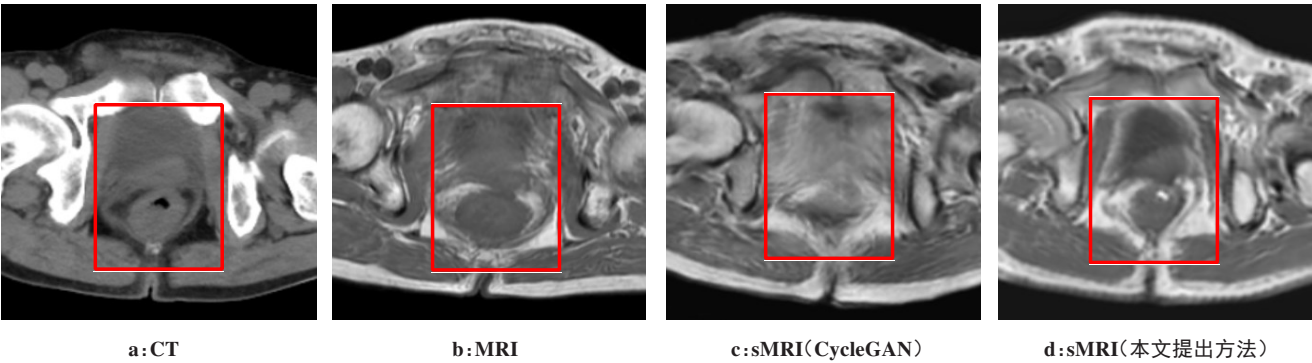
同一测试患者CT、MRI及相应的由原CycleGAN和改进CycleGAN产生的sMRI
